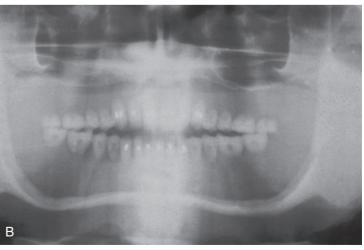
(A) 의치로 교합수직고경을 회복한 환자의 측모두부계측방사선사진. 그러나 하악의 심한 기저골 소실 때문에 상부 이결절(붉은 색 화살표)이 전치부 잔존 치조제 위에 위치한다. 하악 본체는 겨우 몇 mm 두께밖에 되지 않고, 하악관은 완전히 열려 있다. 상악 전치부는 비극만 남아 있으며(원래 치조제가 아님), 구치부 상악골은 기저골 소실이 일어나고 상악동의 함기화가 일어나 있기 때문에 매우 얇다. (B) 의치가 안면수직고경을 회복했을지 모르지만, 악골의 소실은 기저골이 병리적으로 얇아질 때까지 계속된다.
